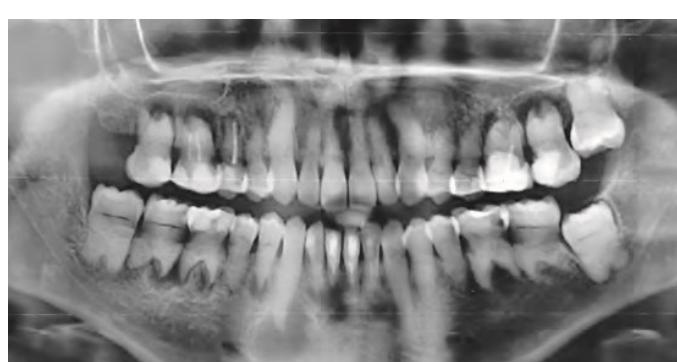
Ортопантомограмма (январь 2019 г.)
